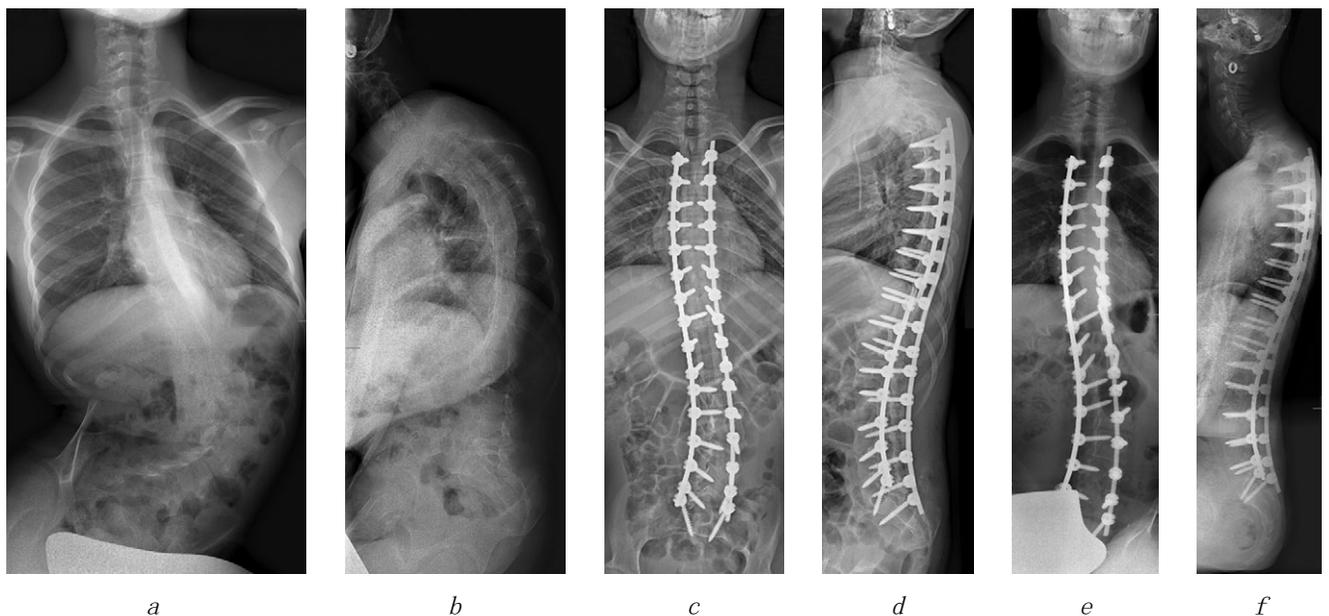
某病例术前（a&b）、术后立即（c&d）以及术后最终（e&f）胸廓和侧位X线片
